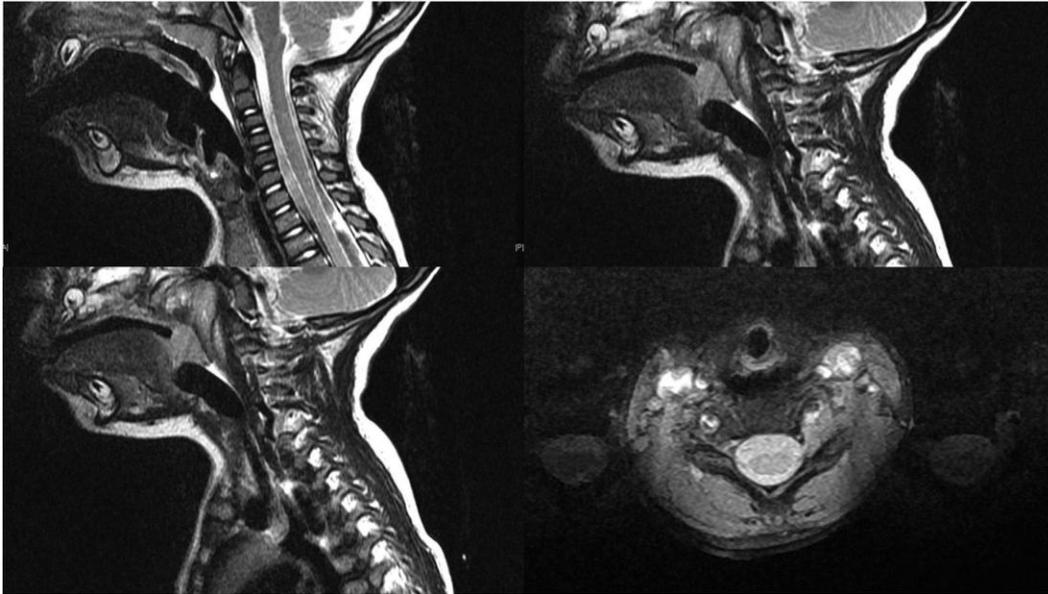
IRM ponderada en T2 de la columna cervical. (A) Proyección sagital de la línea media de la columna del paciente que demuestra alineación normal sin indicios de fractura o de compresión medular. (B) Proyección parasagital izquierda que demuestra el pedículo izquierdo ausente de la vértebra C6 (C, D). La misma proyección parasagital izquierda con una línea naranja que demuestra la región de interés (proyección axial en el panel D) en la región del pedículo izquierdo ausente de la vértebra C6 (D). Proyección axial ponderada en T2 que demuestra el pedículo izquierdo ausente de la vértebra C6, sin indicios de fractura, luxación o compresión medular.
